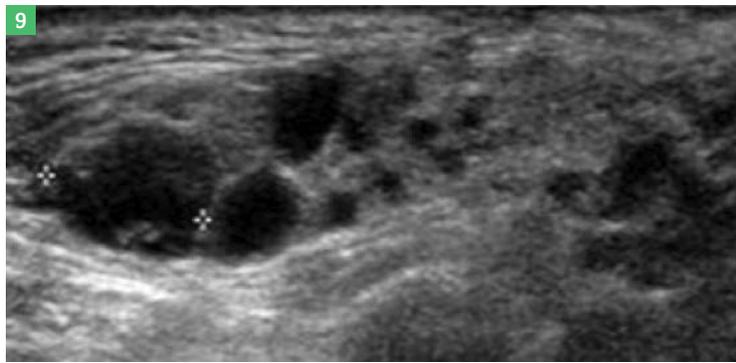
Échographie des glandes salivaires chez un patient présentant un syndrome de Gougerot-Sjögren. Fig.10 : Gouttière de fluoration. Fig.11 : Attachements axiaux type Locator.
